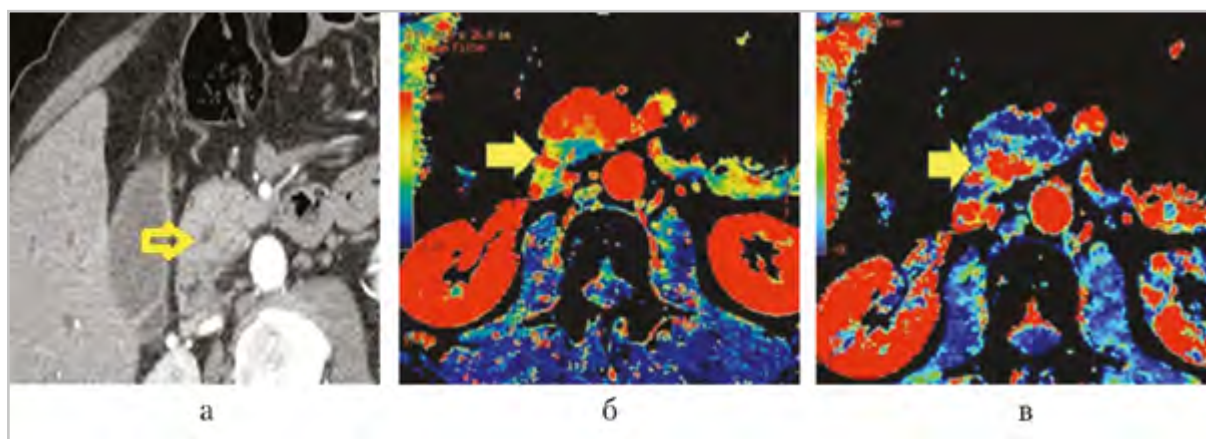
Перфузионные компьютерные томограммы поджелудочной железы (аксиальная проекция): *а* — карта BF; *б* — карта BV; единичные фокусы желтого цвета в головке поджелудочной железы (*стрелки*); *в* — карта PS; фокусы красного цвета в головке поджелудочной железы, свидетельствующие о повышенной проницаемости (*стрелка*)
